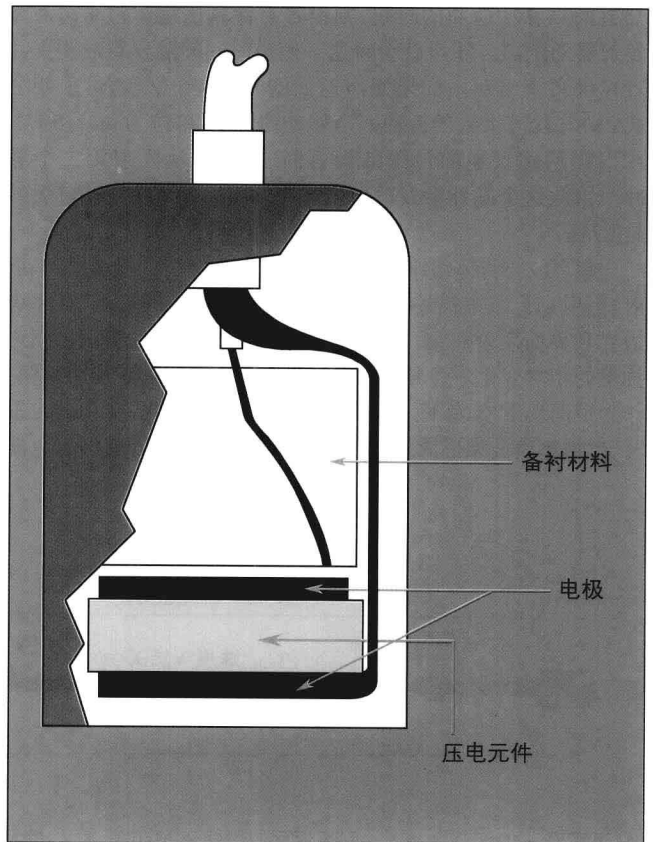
压电板结构。当切割的石英晶体板经受超声机械应力时,形成电荷。反之,当交流电流通过压电板时,压电板发生振荡,产生超声波
